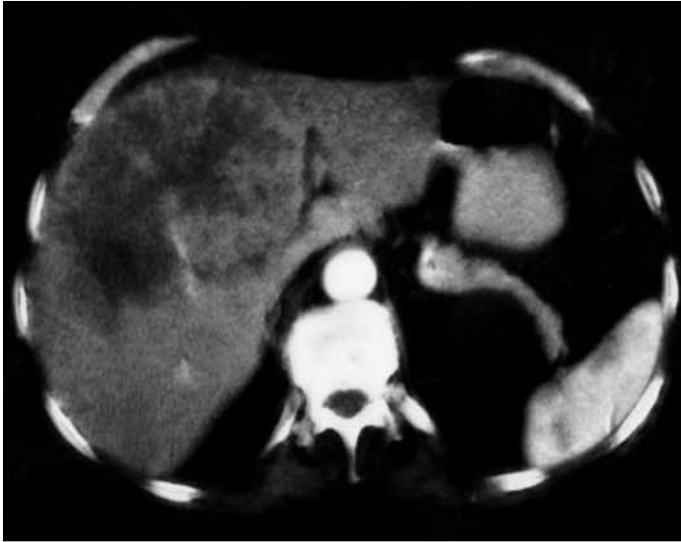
Tomographic image of alveolar echinococcosis in right lobe of liver
